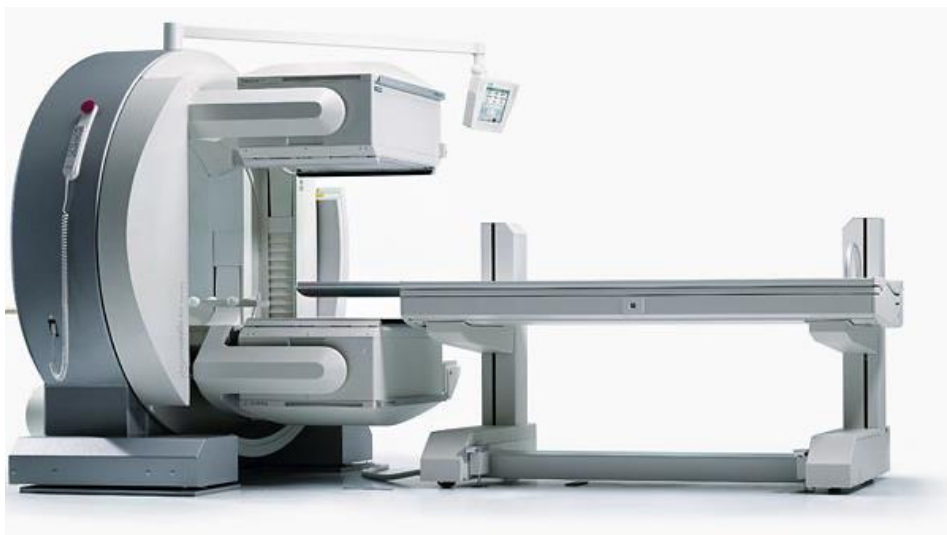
Aparat SPECT-CT Siemens E.Cam TM [48]
